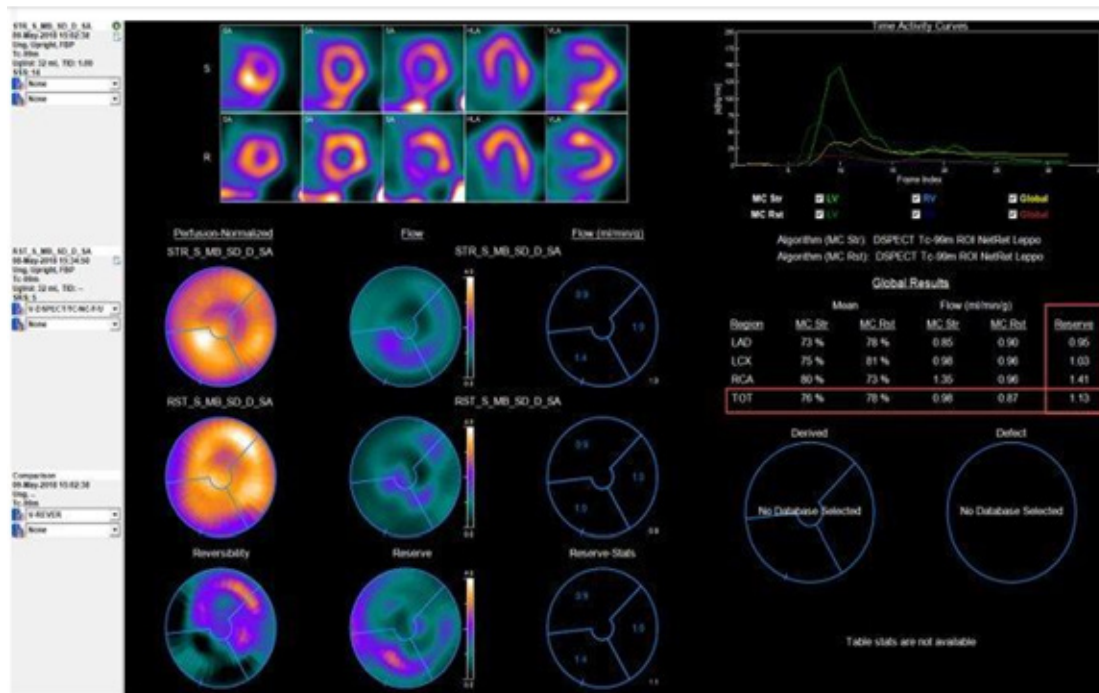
Test de frío mediante CZT-SPECT Arroja un resultado de 1,13 concluyente con DMV endotelio dependiente.
